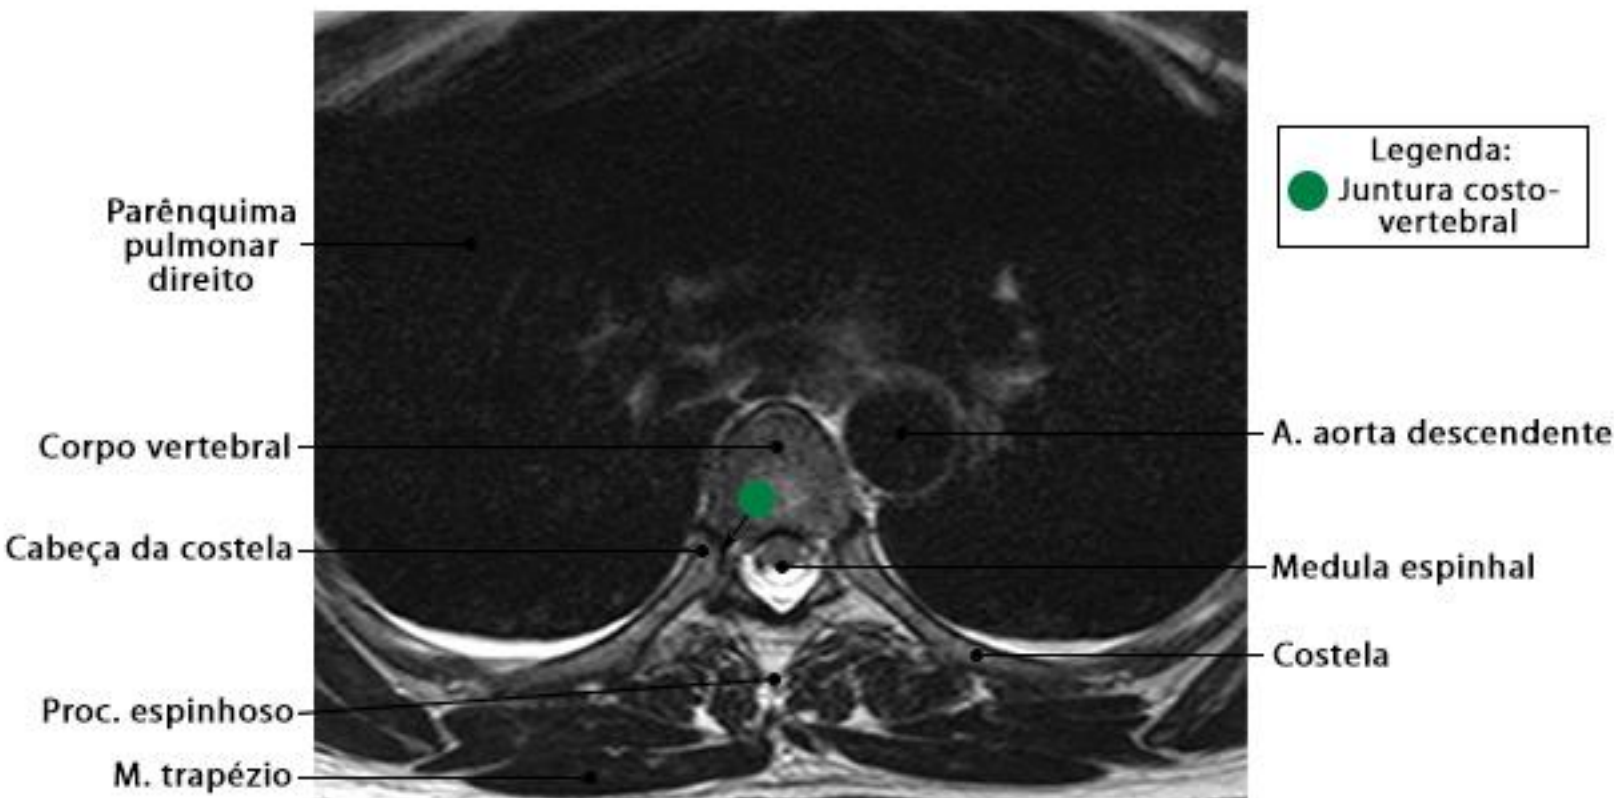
RM da coluna torácica em corte axial com ponderação T2
